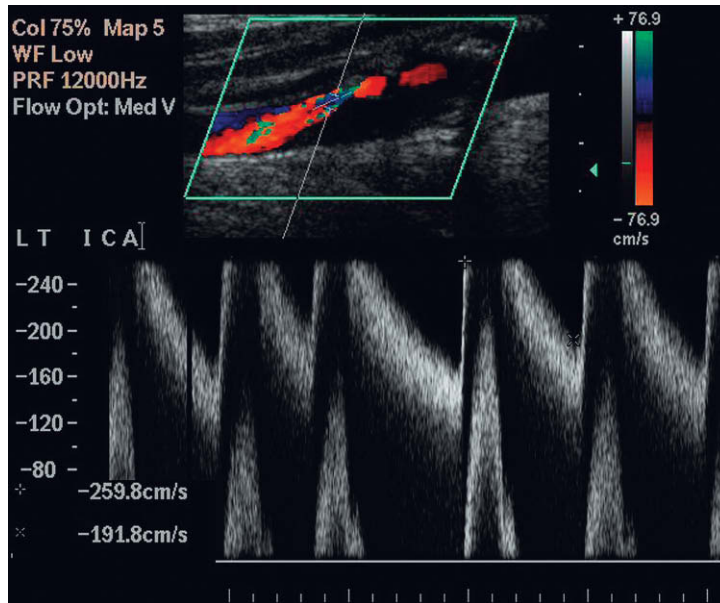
Una estenosis de la arteria carótida interna que muestra una velocidad sistólica máxima de más de 2,6 m/seg y una velocidad telediastólica de 1,9 m/seg. Existe saturación de señal tanto en la imagen de Doppler color como en la de Doppler espectral.
